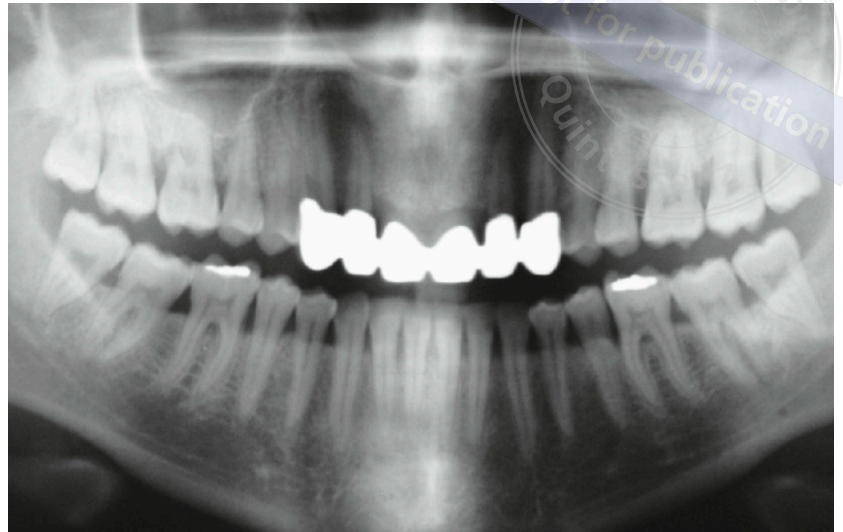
Röntgenbefund nach Eingliederung der festsitzenden Versorgung (1979).
